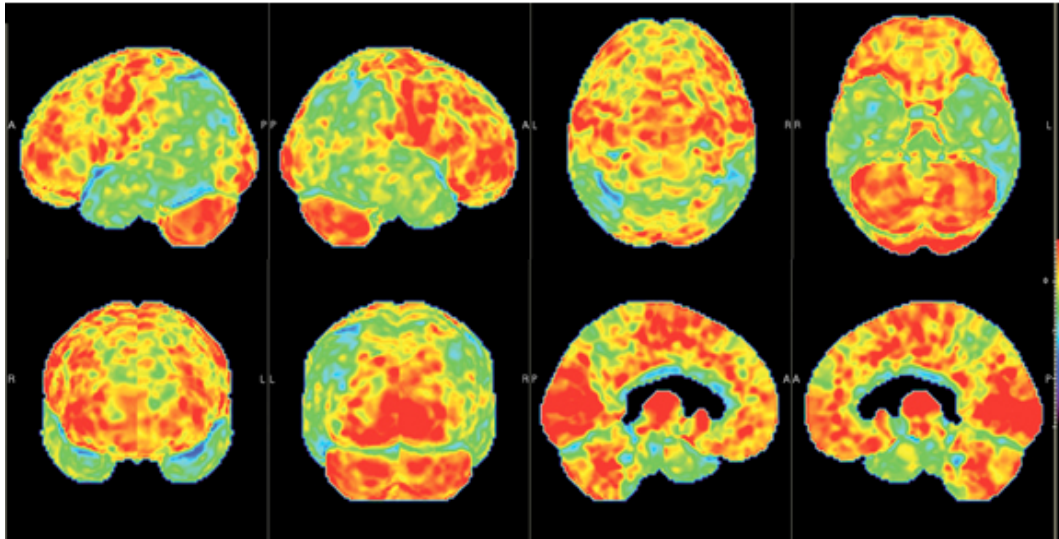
Esempio acquisizione immagine tramite PET
